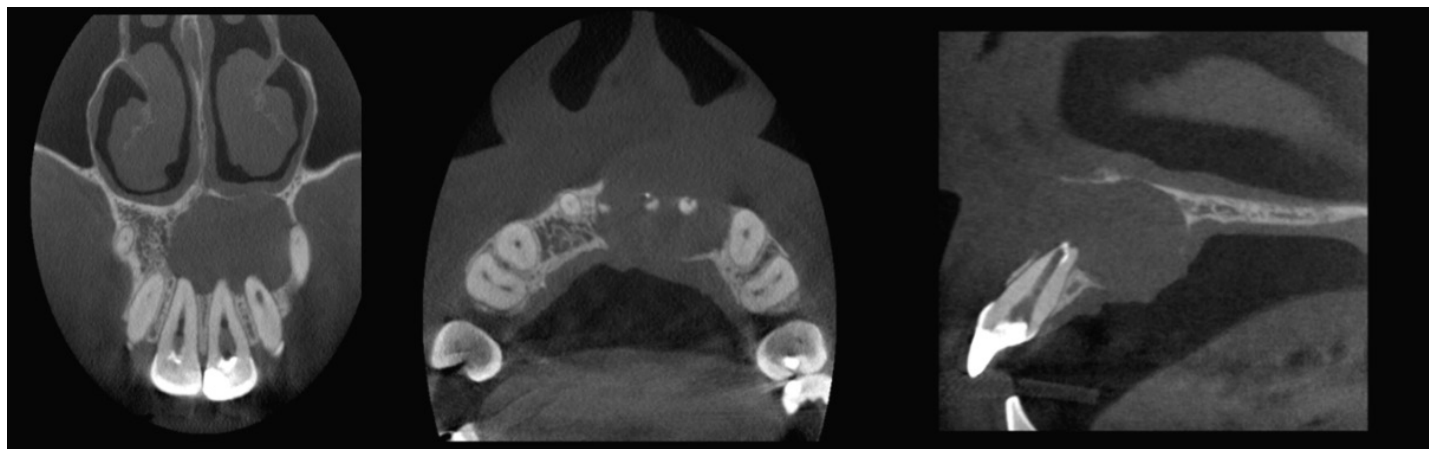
Cortes Coronal, axial e sagital da TCCB evidenciando extensa lesão periapical na região.
